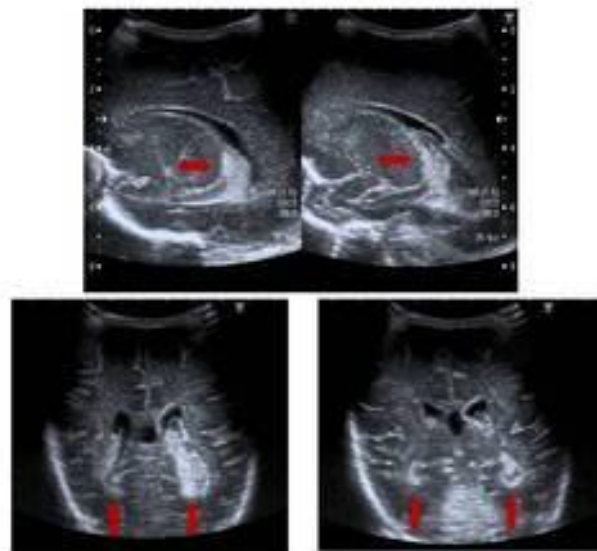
Imágenes por ecografía de distintos clases de hemorragia. A) grado I; b) grado II; c) grado III; d) grado IV (Sal de Rellán et al., 2012).
